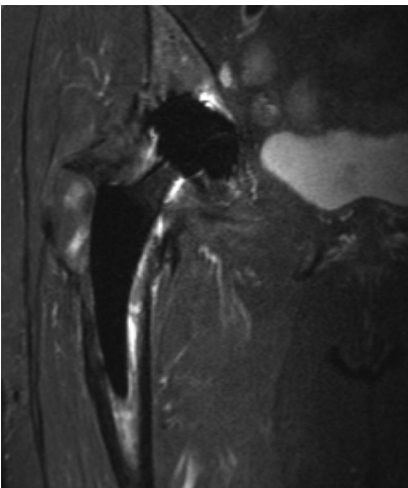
▲ Metal-artefact-reduction-sequences-Magnetresonanztomographie (MARS-MRT), Hinweis auf Lockerung der einliegenden Hüftgelenktotalendoprothese rechts
